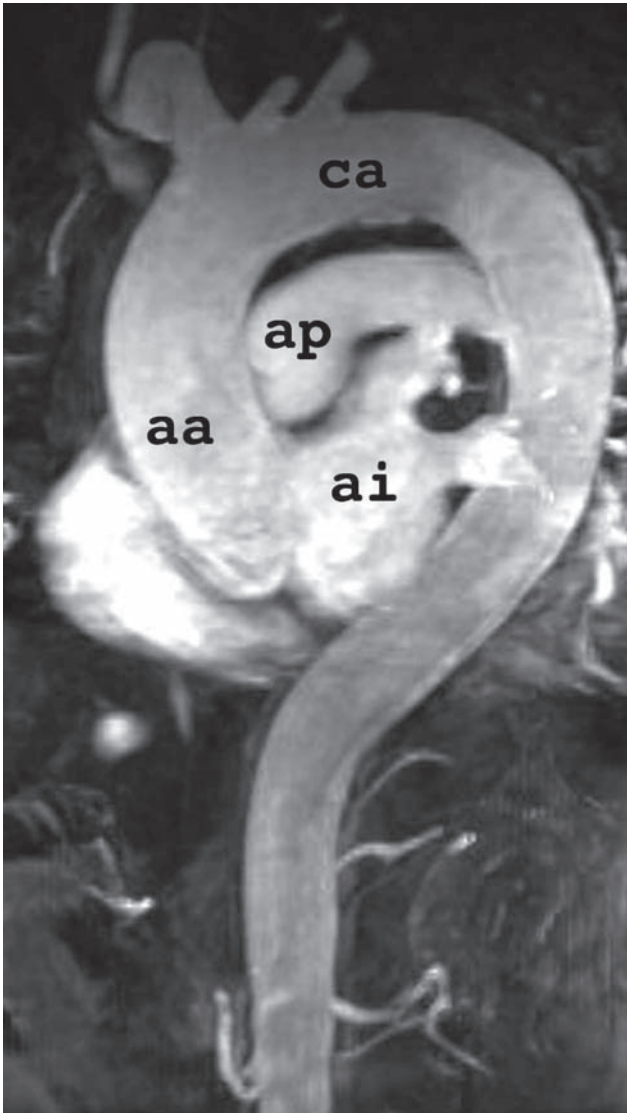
RM de la arteria aorta y del corazón. (aa) aorta ascendente; (ca) cayado de la aorta; (ap) arteria pulmonar; (ai) aurícula izquierda.
